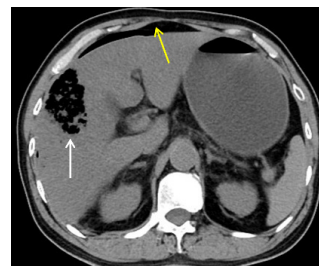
患者全腹部 CT 平扫示肝 V 段见团片状气体密度影 (白色箭头所指处), 腹腔可见大量游离气体 (黄色箭头所指处)
